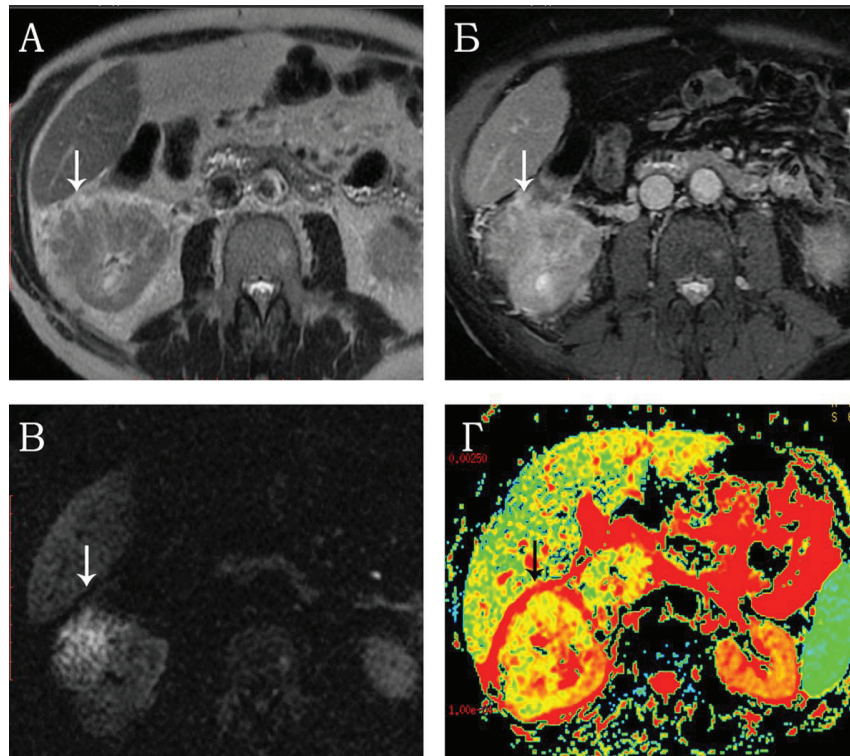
Результати МРТ нирок хворих на нирково-клітинний рак
